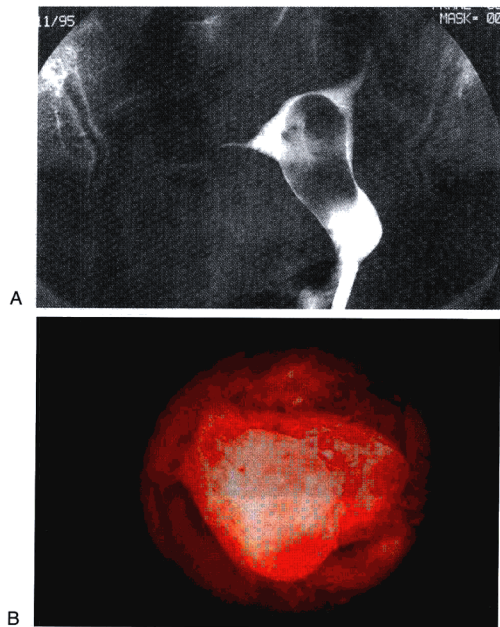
(A)子宫X线片提示一大的充盈缺损。(B)成对的息肉漂浮在甘氨酸膨宫腔液中。它们是在子宫出血时被发现。
